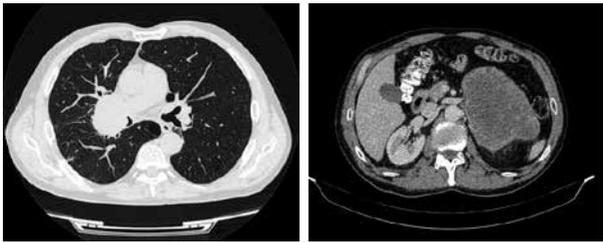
МСКТ от сентября 2019 г. (до лечения). Опухоль в корне правого легкого, метастаз в левый надпочечник
